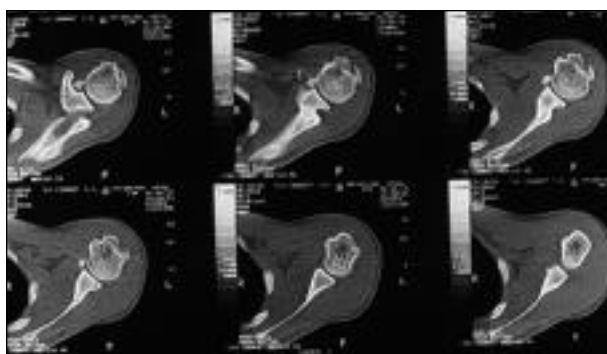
TC. Lesión del reborde glenoideo posterior y muesca humeral anterior (luxación recidivante posterior).
